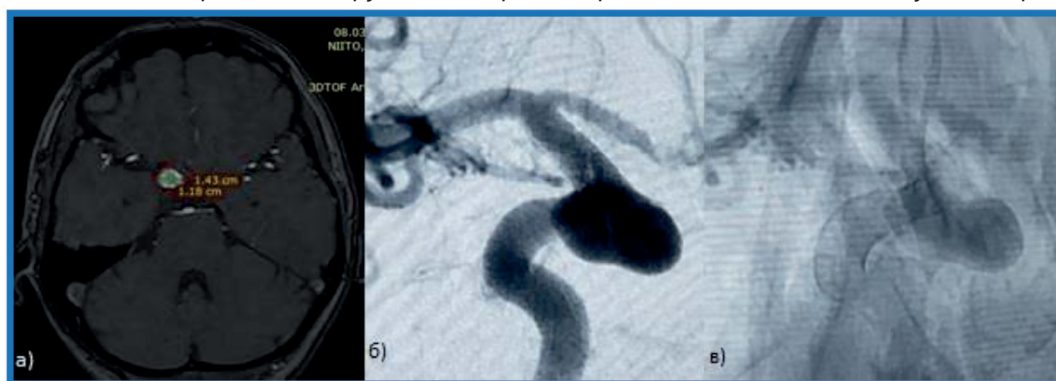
а) МРТ до установки ППС. б) СЦА до установки ППС. в) СЦА сразу после установки стента (тень от ППС, стагнация контраста в полости аневризмы, степень А по ОКМ)
